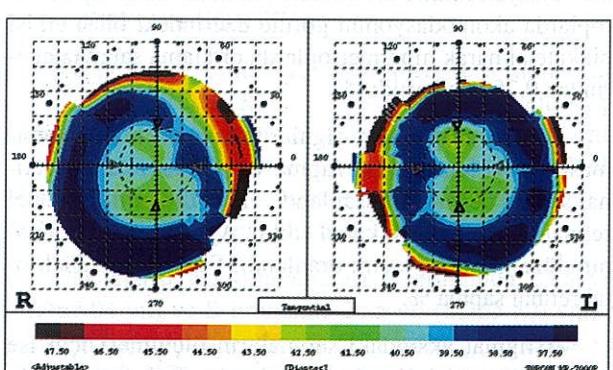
Aynı olguda torik lens uygulaması sonrası elde edilen kornea topografisi
